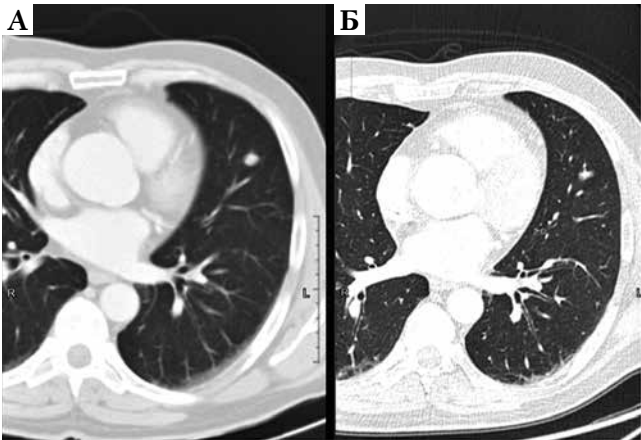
Пациент К. КТ. Легочное окно. Аксиальная плоскость. А) 04.06.2021 г. В С5 левого легкого округлой формы очаг, с четкими и ровными контурами. Б) Уменьшение размеров и плотности очага в С5 левого легкого при контрольном исследовании через 1 год 30.06.2022 г.
